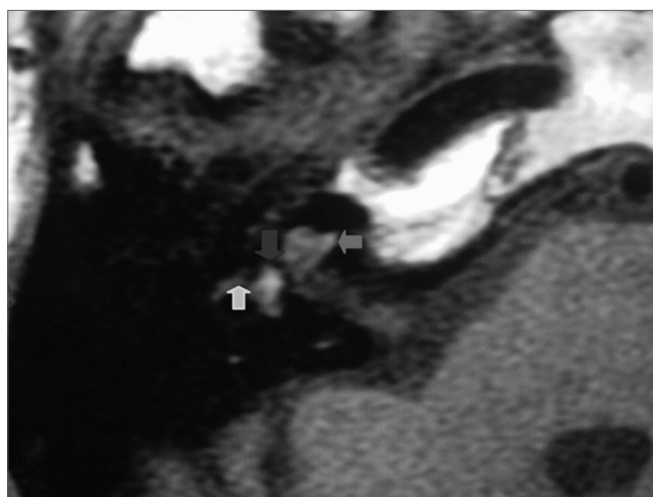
Ressonância Magnética de ossos temporais, corte axial, com imagem ponderada em T1 sem contraste endovenoso, evidenciando hiperintensidade de sinal na cóclea (seta vermelha), vestibulo (seta azul) e porção anterior do canal semicircular lateral (seta verde).
